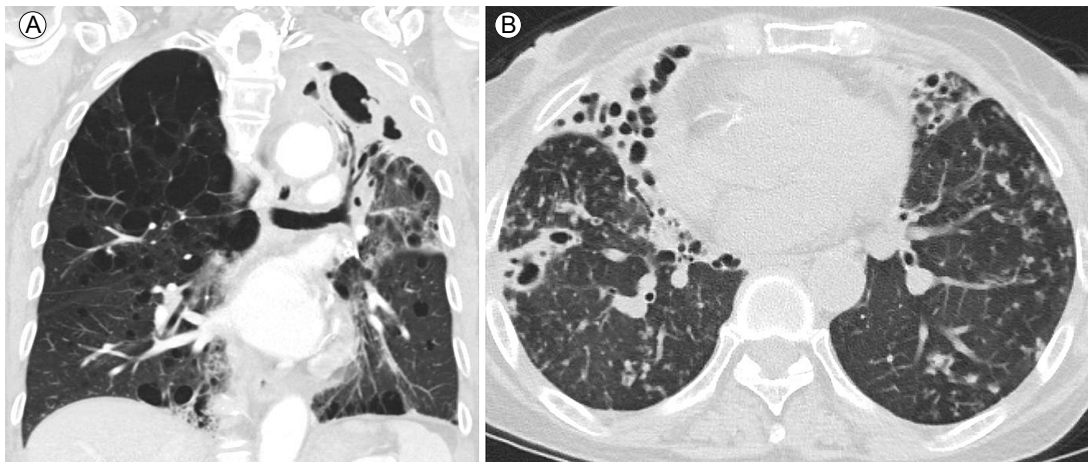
Chest computed tomography images of patients with *M. abscessus* pulmonary disease. (A) Fibrocavitary disease in a 76-year-old female patient infected with *M. abscessus* subsp. *abscessus*. (B) Bronchiectasis in a 71-year-old female patient infected with *M. abscessus* subsp. *abscessus*.
